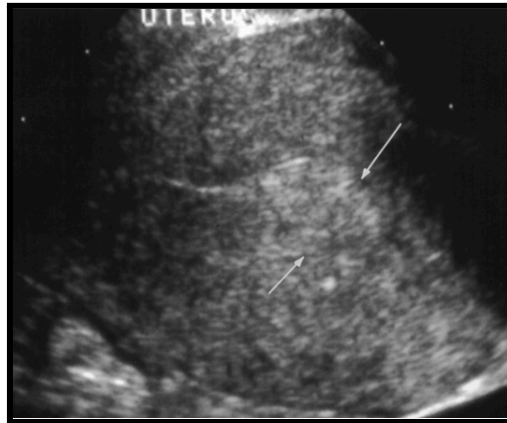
⁷. Pólipo único en una mujer de 44 años que presentó sangrado excesivo. La ecografía transvaginal sagital muestra el endometrio (*flechas*) en el fondo. El grosor del endometrio es de 10 mm.
